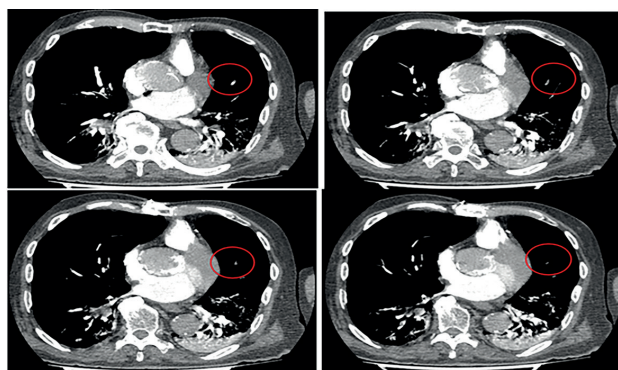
Tomografia computerizată cu contrast a cutiei toracice: tromboembolism pulmonar subsegmentar bilateral.
